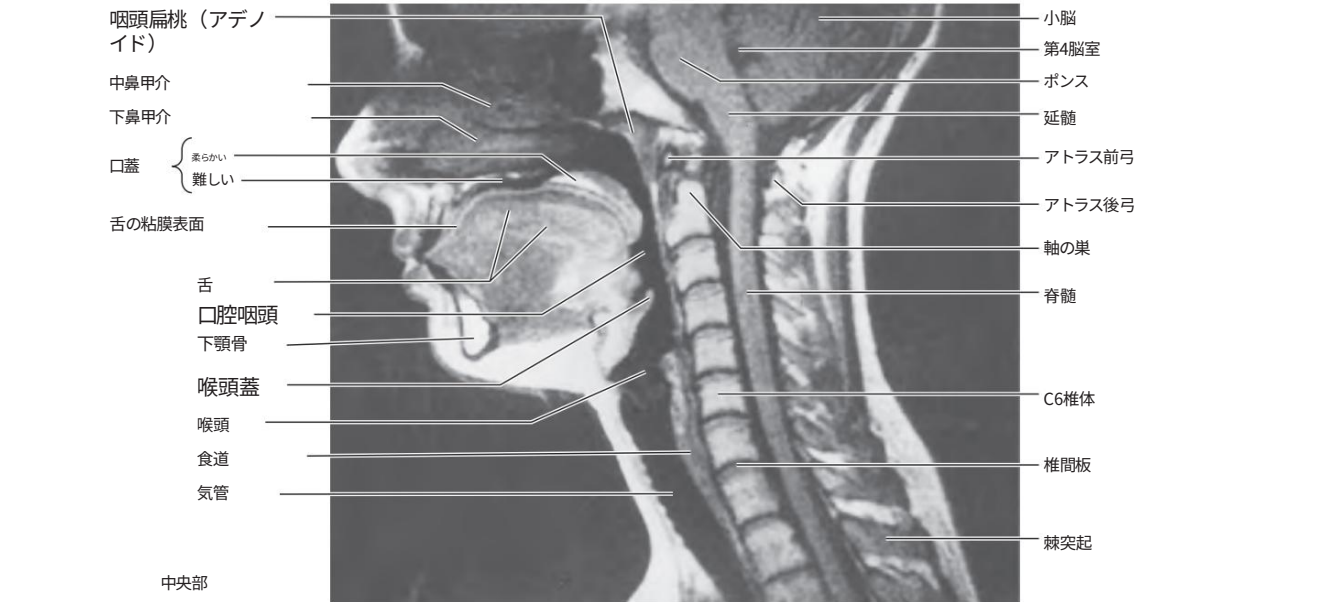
頭部と頸部の中央 MRI。空気と食物の通路は中咽頭を共有しているため、食物と空気が分離してから気管（前部）と食道（後部）に続く必要があります。（カナダ、オンタリオ州トロント、University Health Network、W. Kucharczyk 博士提供）
